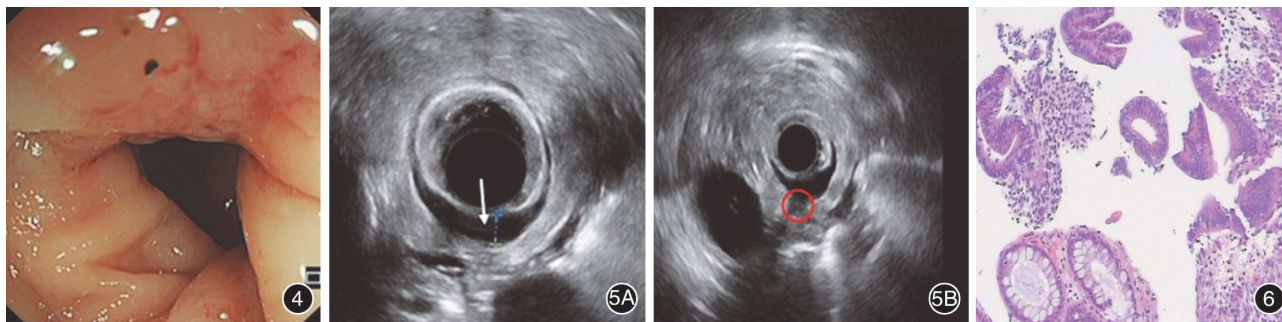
肠镜下病灶呈环周型狭窄,直径约1 cm,狭窄处黏膜粗糙、水肿、固定、质韧 图5 内镜超声检查 5A:病灶处肠壁正常5层结构消失,第4层固有肌层局部增厚,呈牛角样,厚度最深达5.3 mm,呈低回声改变;5B:病灶累及浆膜,部分层面病灶凸向腹腔生长,未见明显包膜结构 图6 直肠病灶活检:局灶见子宫内膜样腺体和间质 HE ×100
